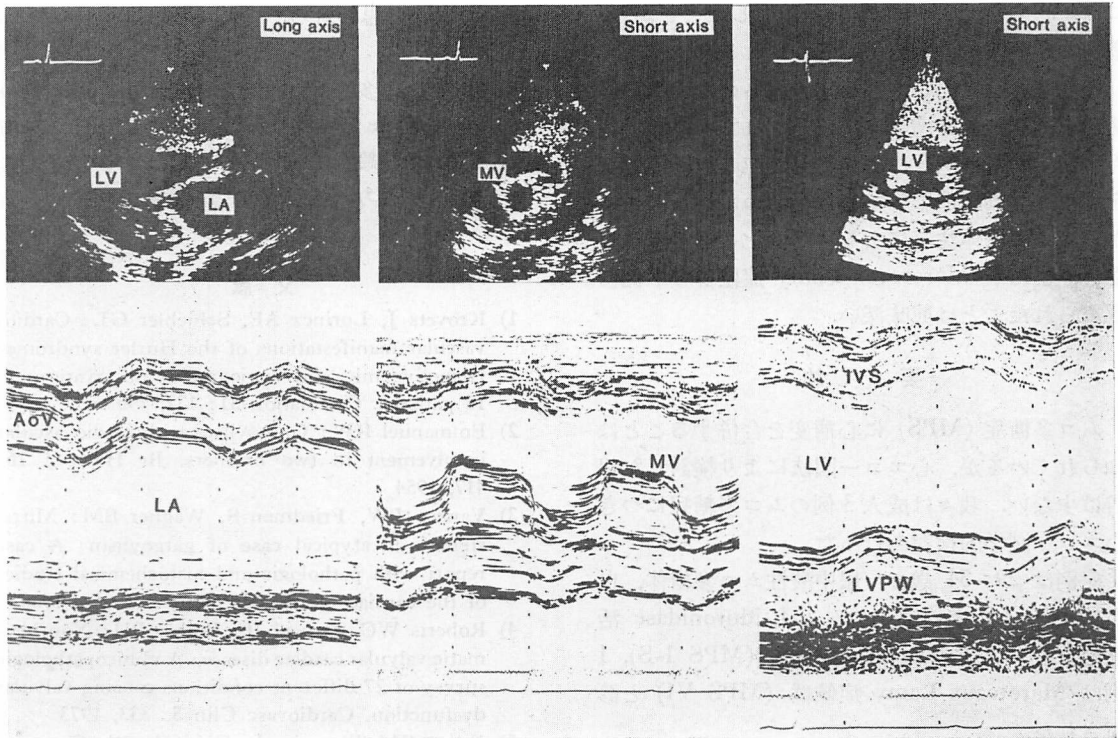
Echocardiograms in Case 3.
